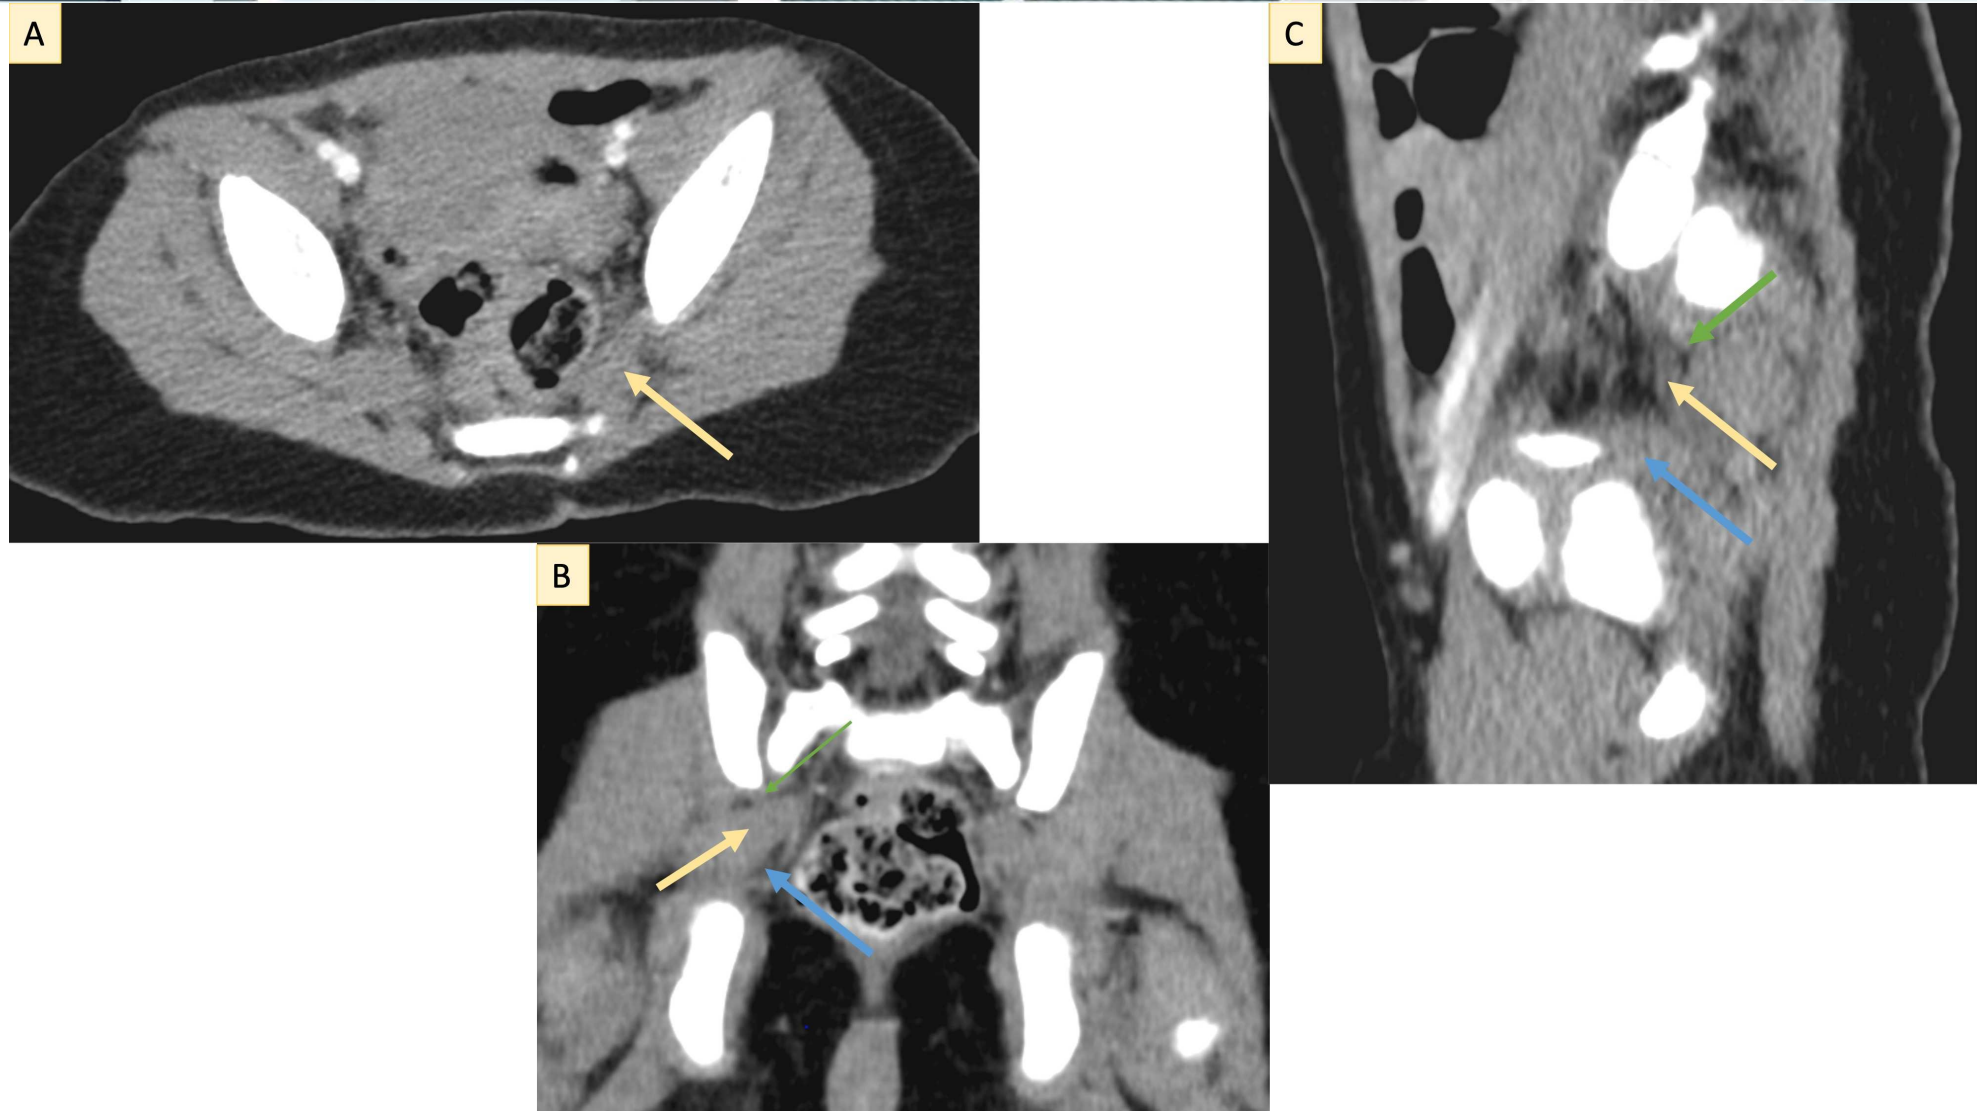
Cortes anatómicos de TC de pelvis en planos transversal (A), coronal (B) y sagital C.
